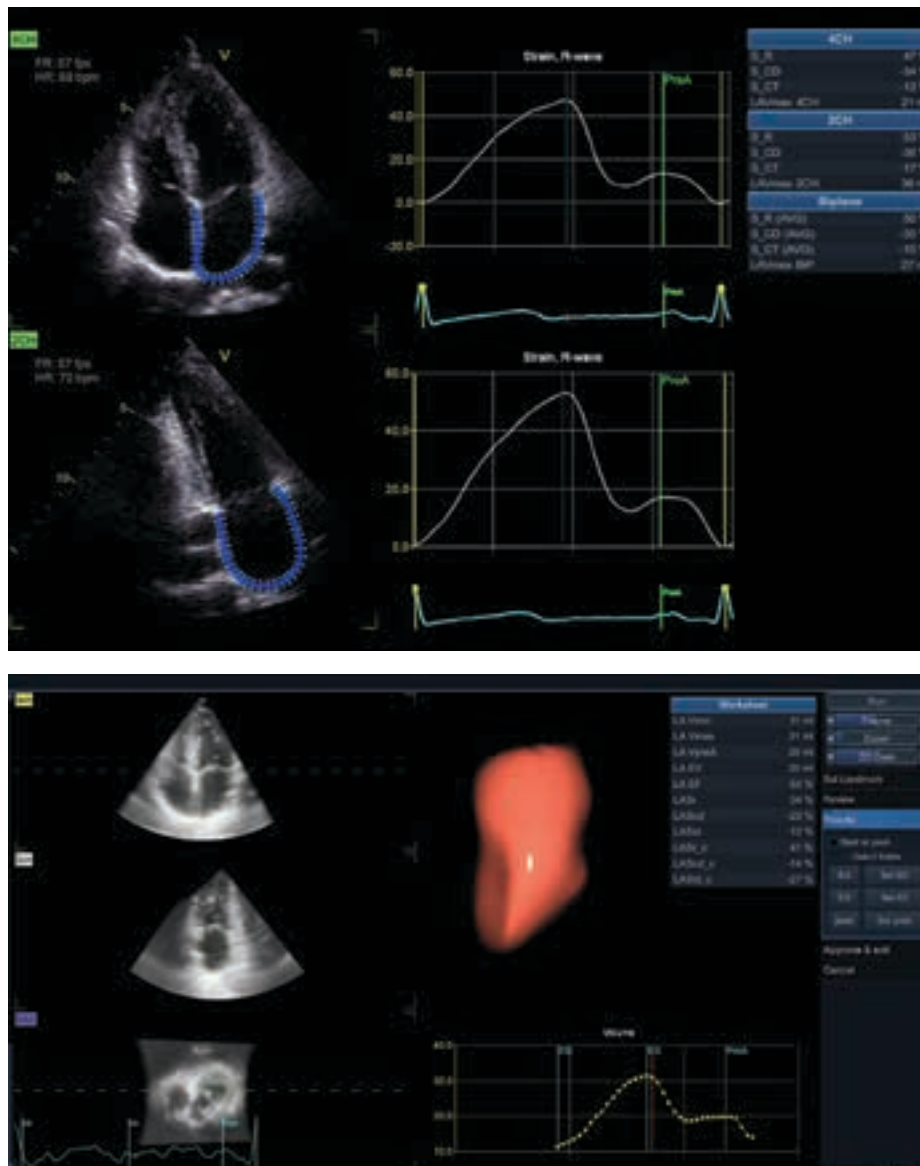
Определение деформации левого предсердия у здоровых лиц. S_R – стрейн резервуара, S_{CD} – стрейн кондуита, S_{CT} – стрейн сокращения: вверху – в 2D-режиме, внизу – в 3D-режиме
